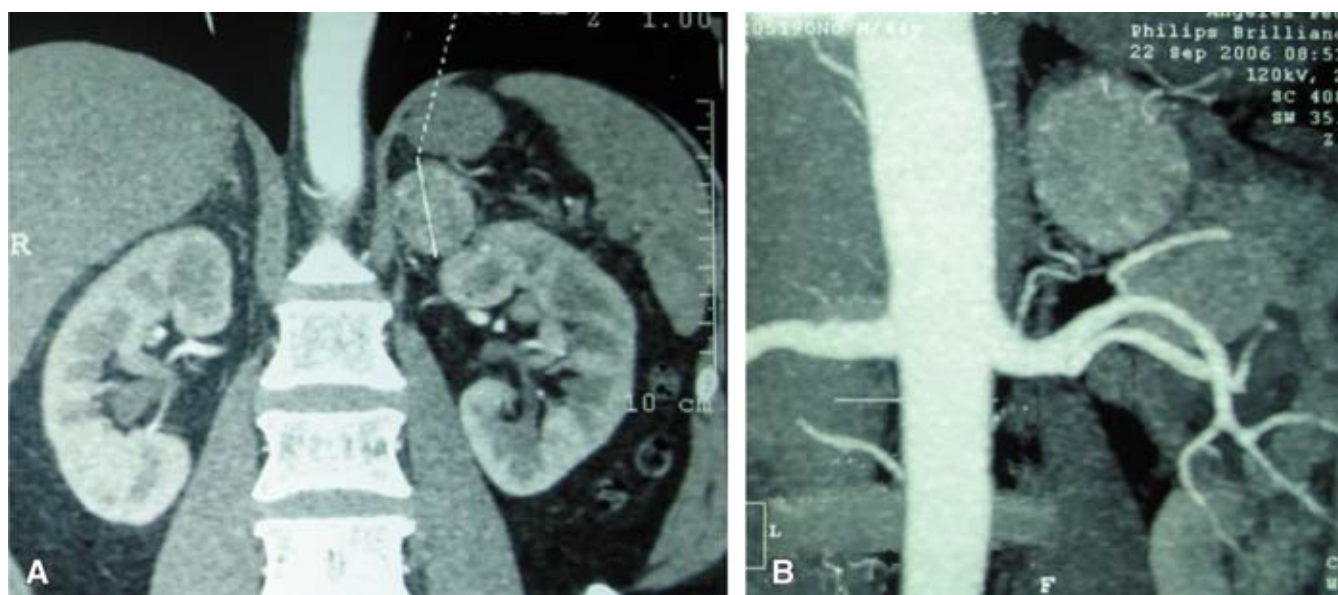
A. Reconstrucción TAC multicorte. B. Angio TAC. Demuestra la circulación arterial de la tumoración
